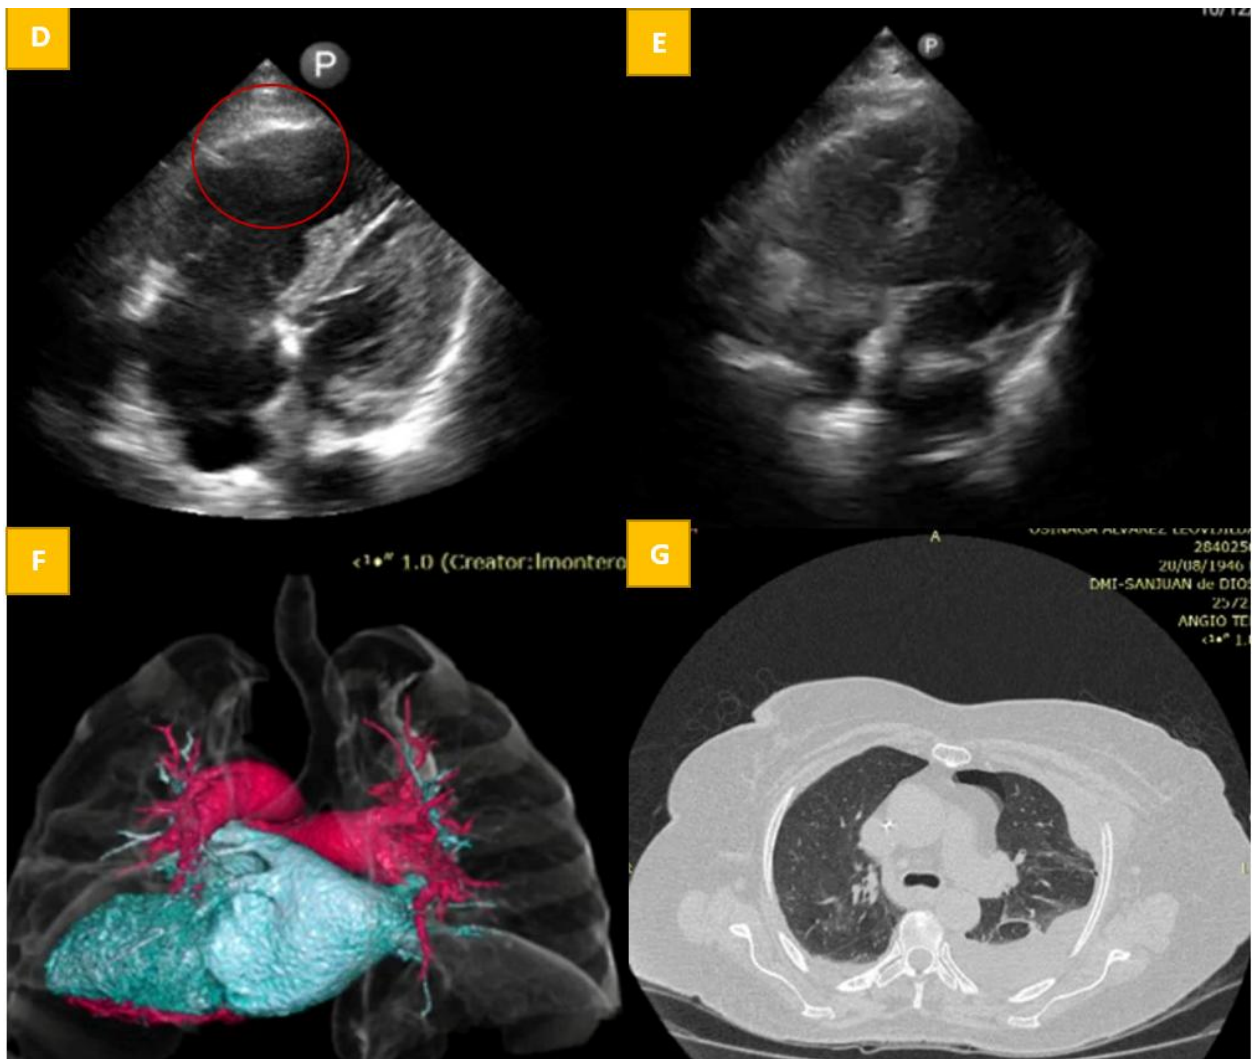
D: El ecocardiograma transtoracico mostr  el ventr culo derecho agrandado con sobrecarga de volumen en una vista apical 4C. signo de McConnell positivo, y relaci n VD/VI >1. E: El ecocardiograma transtoracico control post fibrin lisis posterior a las 8 horas. F: AngioTC pulmonar con reconstrucci n 3D en el d a 11  de internaci n. Evidencia adecuada recanalizaci n del  rbol arterial pulmonar principal y segmentario, sin defectos de llenado centrales visibles. Hallazgos compatibles con reperfusi n satisfactoria, en correlaci n con mejor a hemodin mica cl nica. G: TC de torax mostro derrame pleural izquierdo.
